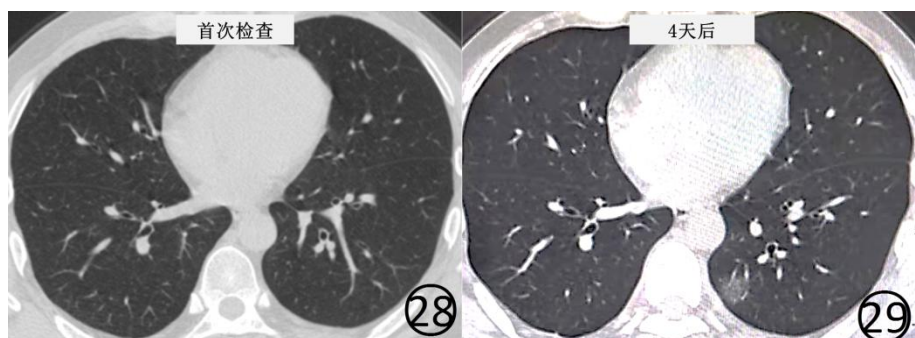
29 男, 44 岁, 有流行病学史, 发热 1d, 体温 38.0℃, 伴咳嗽、干咳、全身乏力。基线 (图 28) CT 扫描肺内未见异常, 新型冠状病毒检测阳性。4d 后 (图 29) 复查 CT, 显示左下肺后段可见磨玻璃阴影
